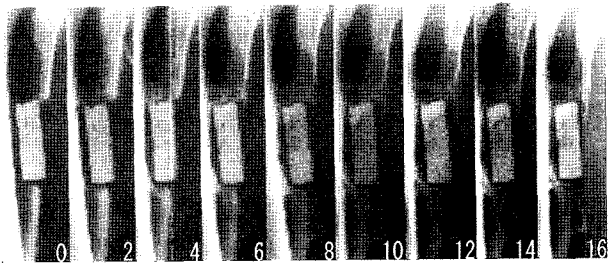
Serial radiograph of non-union case with new bone formation in freezing group (0~16 weeks after graft).
